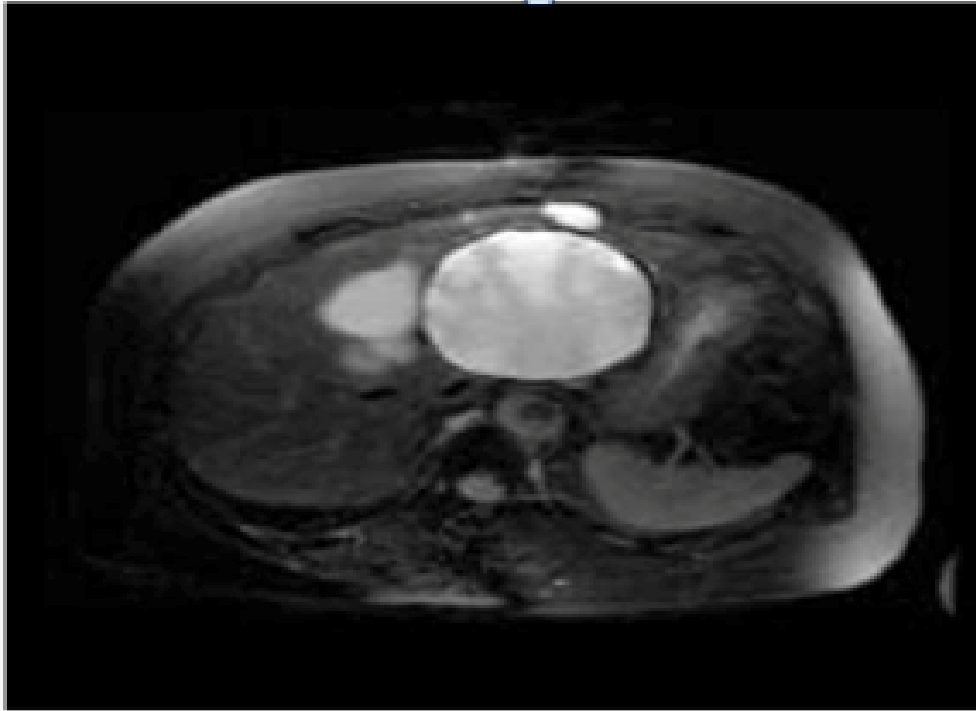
IRM/ séquences en pondération T2 : lésion en hypersignal T2 contenant des zones hypointenses [89]
